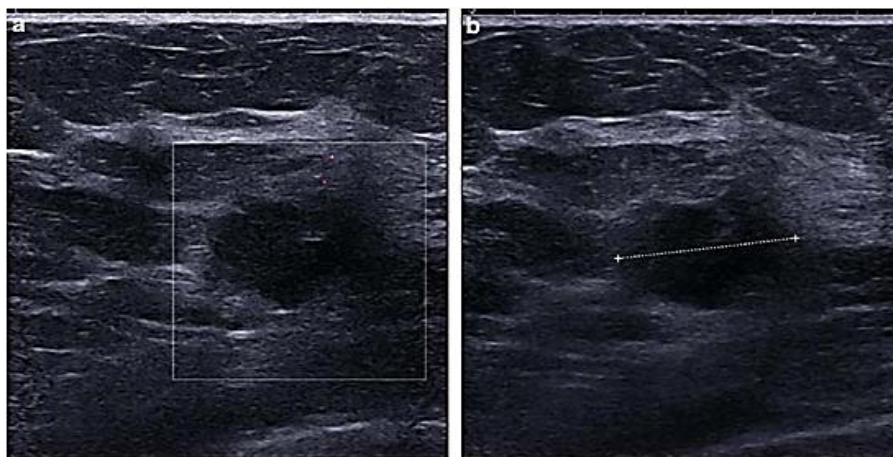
Échographie de second-look après IRM : masse postérieure correspondant au cancer TN, difficile à distinguer des lobules graisseux, non vascularisée. (Série de Boisserie Lacroix)
